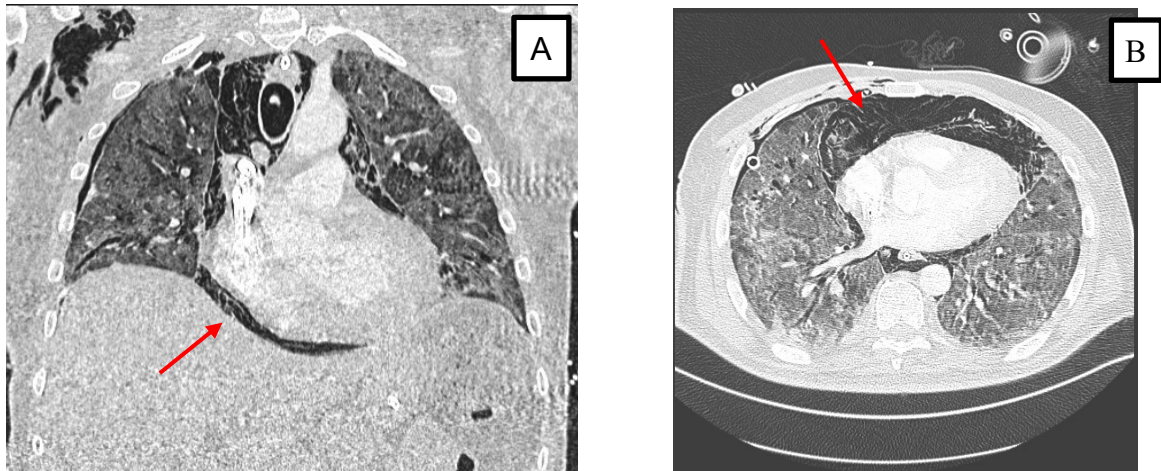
A) Imagem de TC de tórax de pneumomediastino em corte coronal. B) Imagem de TC de tórax de pneumomediastino em corte axial. (Imagem gentilmente cedida por Sardenberg, Rodrigo).
